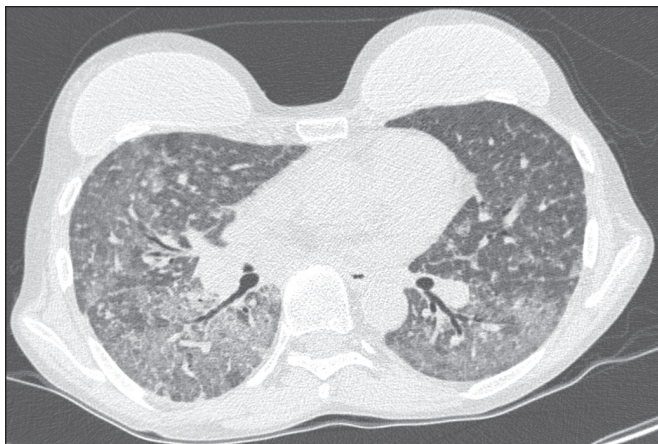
Mulher de 40 anos com febre, dispneia e hipoxemia no segundo mês pós-transplante. TC demonstra padrão intersticial com áreas difusas em vidro fosco. Antigenemia positiva para citomegalovírus.
